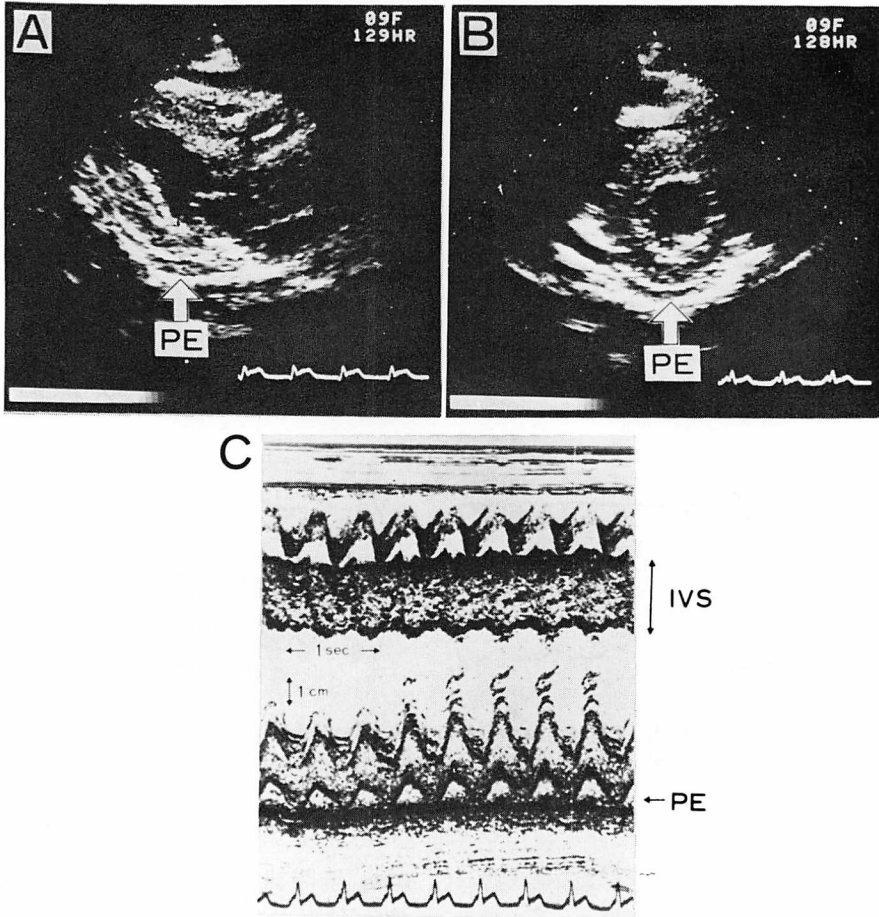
Two-dimensional and M-mode echocardiograms on admission.
